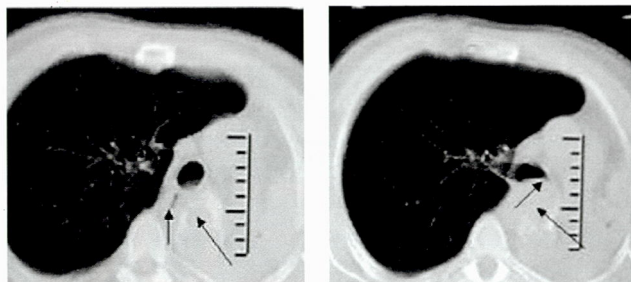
Больной П., 48 лет. КТ – легочное окно. Пищевод и левый главный бронх сдавлены аневризмой аорты
